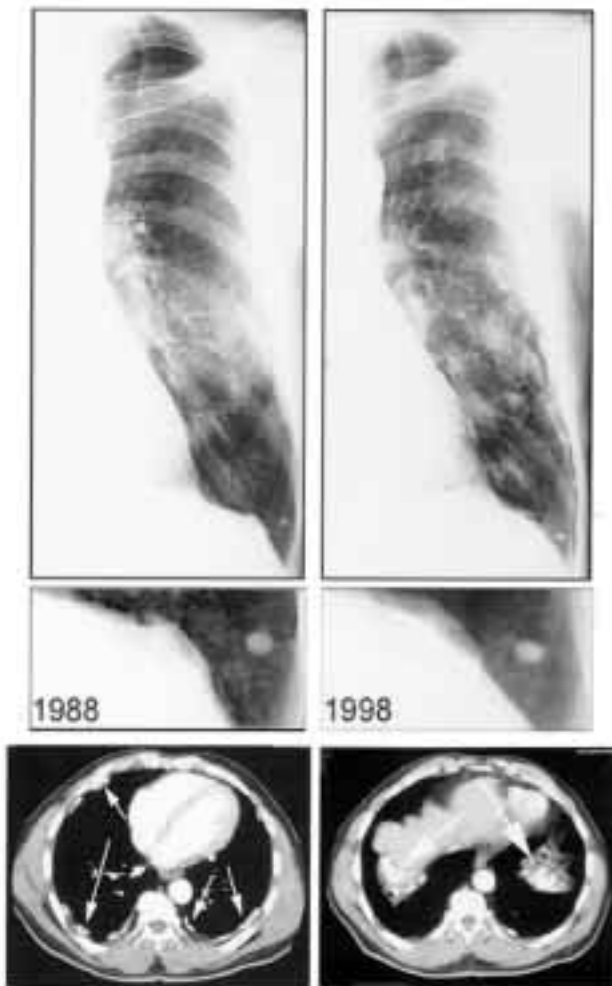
Placche pleuriche e diaframmatiche. Variazioni di grandezza e forma delle placche pleuriche e calcificazioni si verificano molto lentamente. Osserva la forma a “cappello di fungo” della placca diaframmatica. Le scansioni TC (*riquadri inferiori*, altro paziente) possono mostrare alterazioni pleuriche estese che non sarebbero altrimenti evidenti. Ci sono diversi siti di ispessimento pleurico e calcificazione nelle regioni medie del polmone (*basso, sinistra*) e del diaframma (*basso, destra*).
